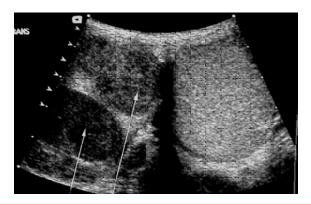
Échographie scrotale montrant de multiples images tissulaires dans le testicule droit (flèches fines) et un testicule gauche homogène.
